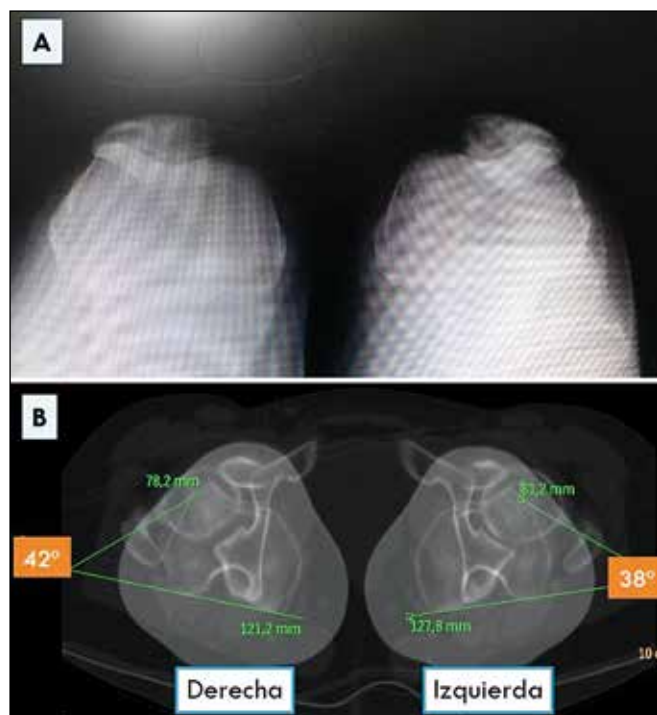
A. Vista axial de rótulas, hiperpresión rotuliana externa. B. Vista TC medición anteversión femoral.
